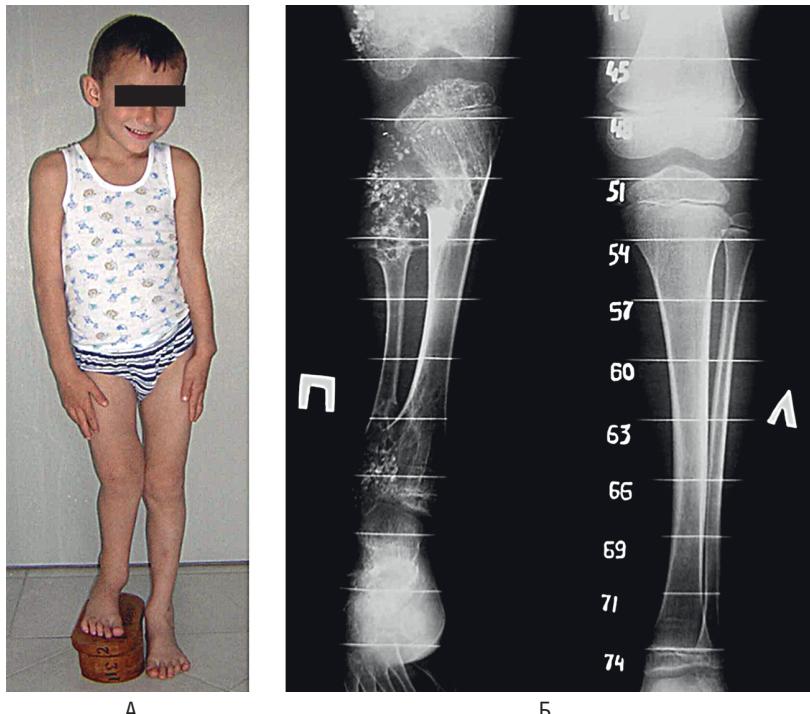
Пациент, 7 лет. Диагноз: деформация и укорочение правой нижней конечности на почве болезни Олье. А — внешний вид пациента; Б — рентгенограммы костей правой и левой голени на измерительной сетке
